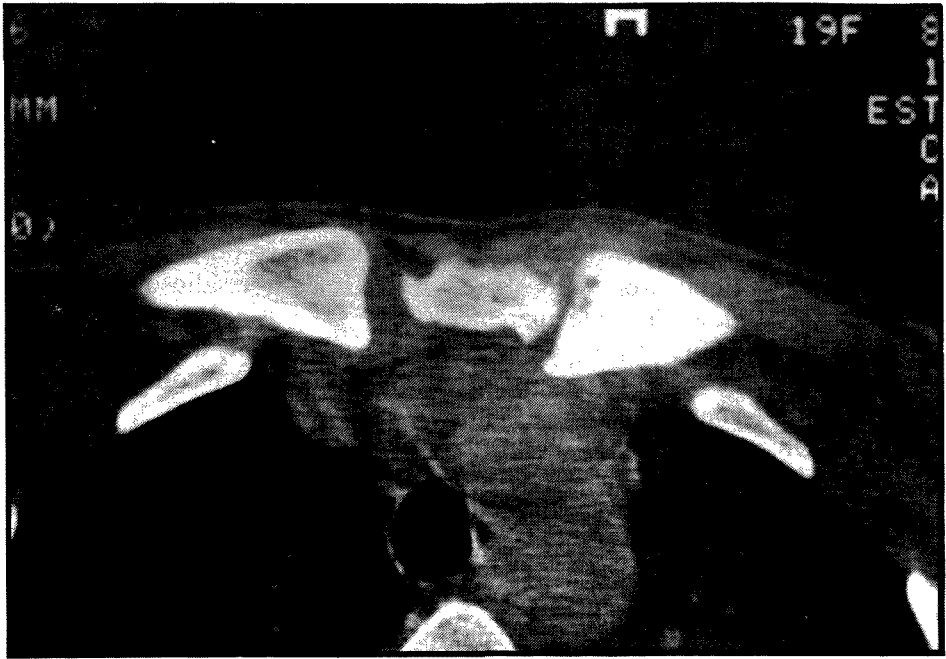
TAC de artro-osteíte esterno-clavicular esquerda revelando tumefacção das partes moles, diminuição da entrelinha articular e osteodensação e erosões da extremidade interna da clavícula (caso 3).
